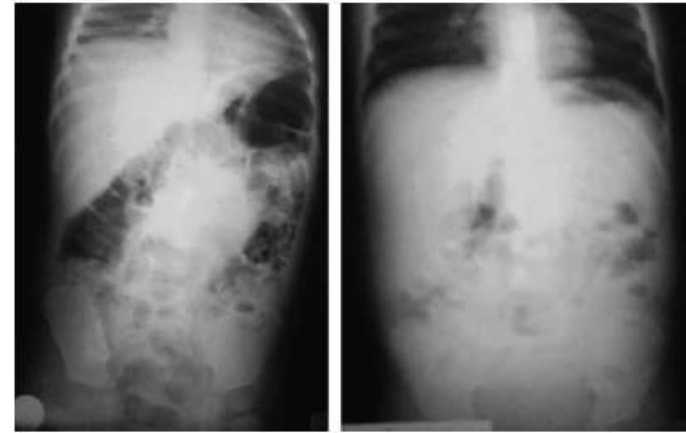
Abdominal radiography images showing signs of intestinal obstruction (left) and after surgical and medical treatment (right).
